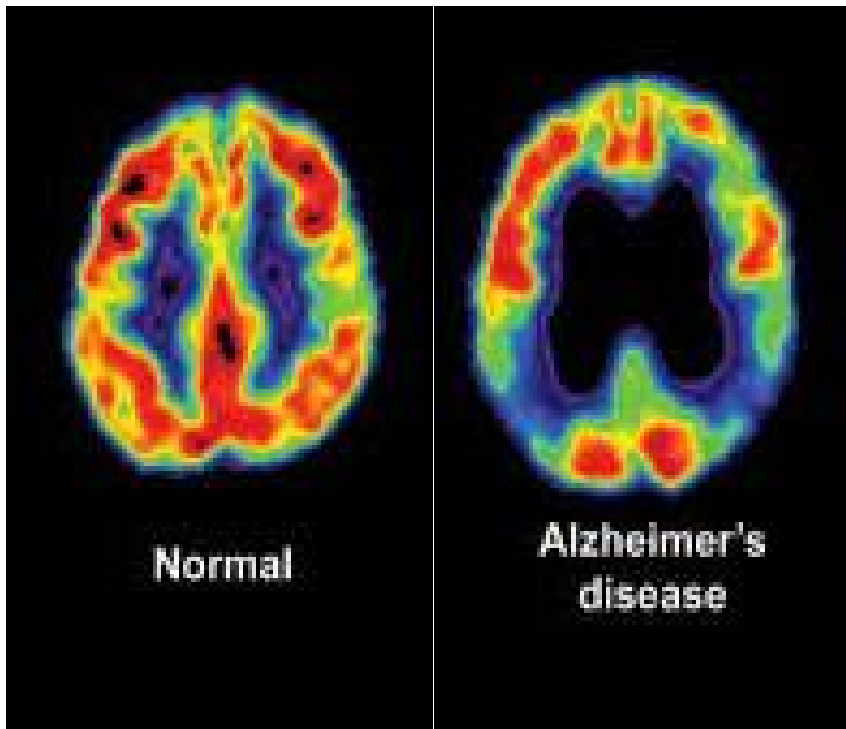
→ Tratta da “Diagnosi precoce della malattia di Alzheimer”. L’immagine a sinistra mostra una PET di un encefalo sano, al contrario, quella a destra ne dimostra uno affetto dalla malattia di Alzheimer.
